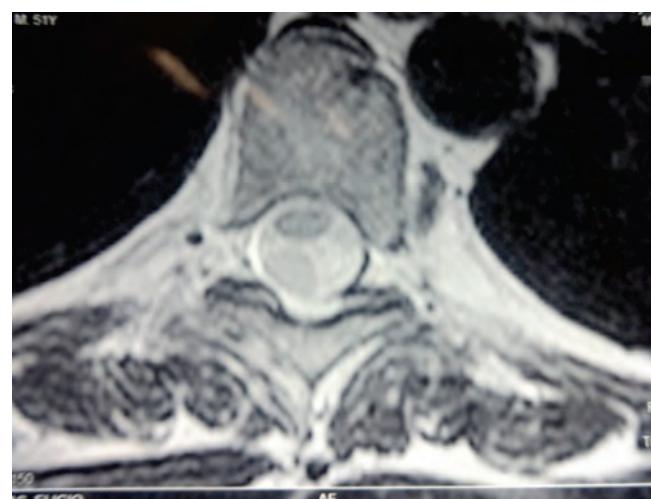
Corte transversal de RM T2 nivel T4 que muestra lesión.
